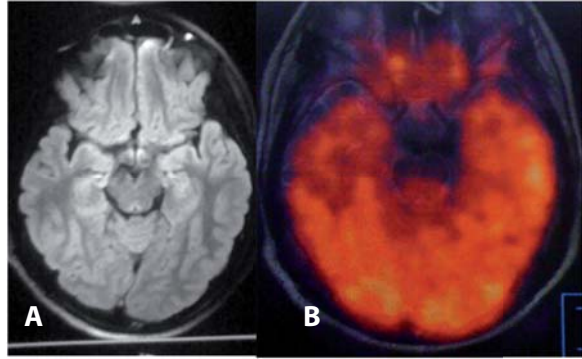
Displasia cortical focal tipo I con RM normal. RM de cerebro, corte axial en secuencia FLAIR equipo de 3 T: No se observan alteraciones; y B. PET con FDG: Hipometabolismo en el lóbulo temporal derecho que coincidía con los hallazgos electrofisiológico.
